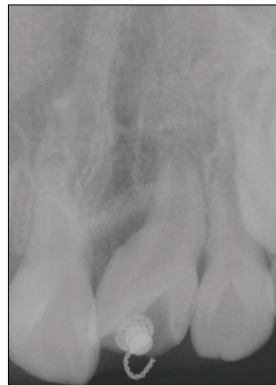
Periapical view of 5months later.
